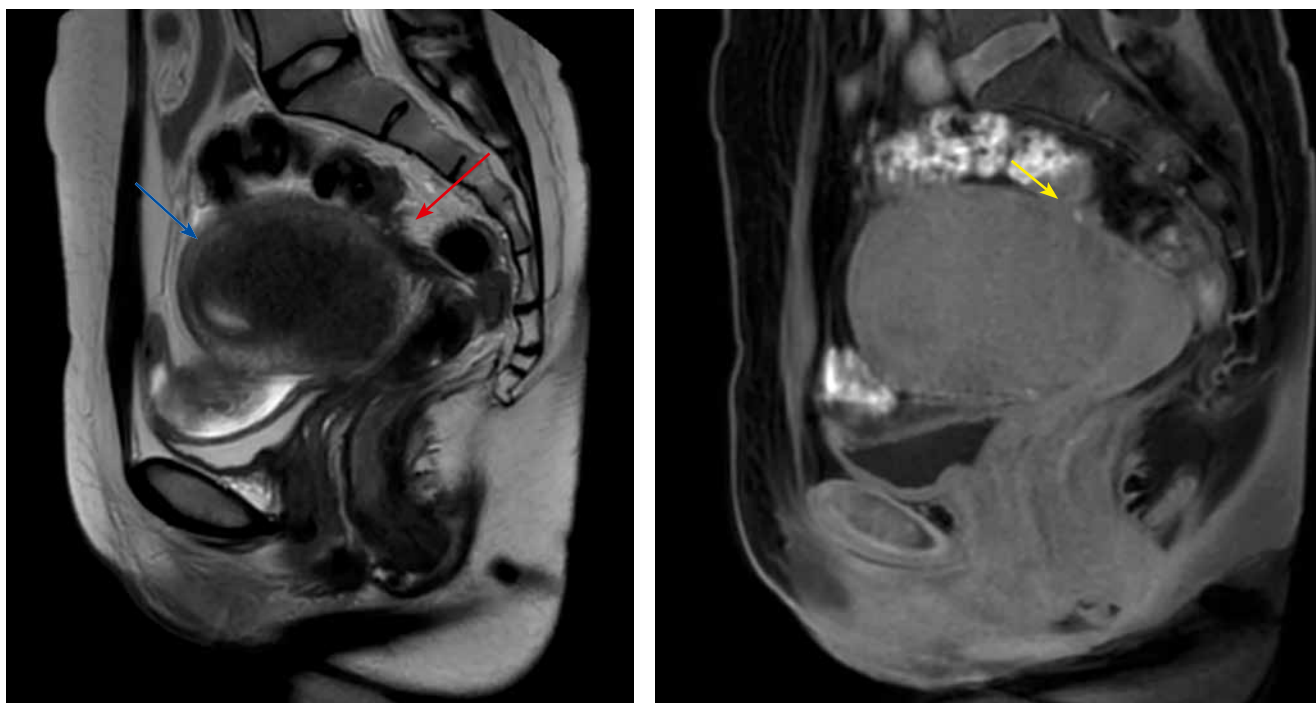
Пациентка Б., болевой синдром 8–9 баллов по шкале ВАШ, при контрольном обследовании через 6 мес 5–6 баллов по шкале ВАШ. На представленных МР-томограммах Т2-ВИ и Т1-ВИ с жироподавлением в позадиматочном пространстве визуализируется эндометриоидный имплант (красная стрелка) с наличием в его структуре мелких геморрагических включений на Т1-FS-ВИ (желтая стрелка). Отмечаются МР-признаки диффузного аденомиоза матки (синяя стрелка)
